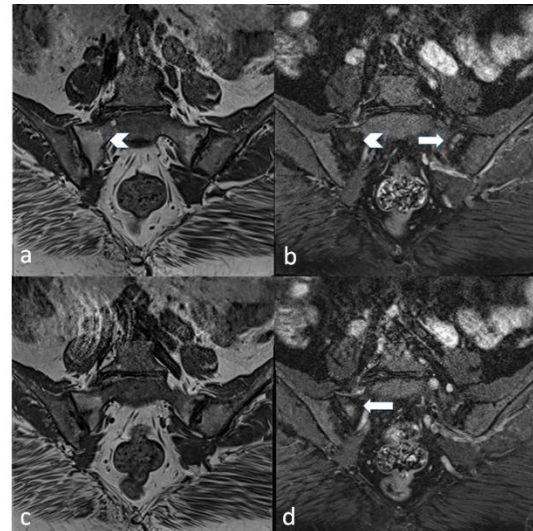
Semicoronal T1-weighted (a, c) and T2-weighted fat saturated (b, d) imaging sequences of sacroiliac joints showed lesions (hypointense on T1-weighted and hyperintense on fat-saturated images) on both sacral wings compatible with active sacroiliitis (arrows). There were also periarticular fat deposition (arrow heads) and sclerosis.
